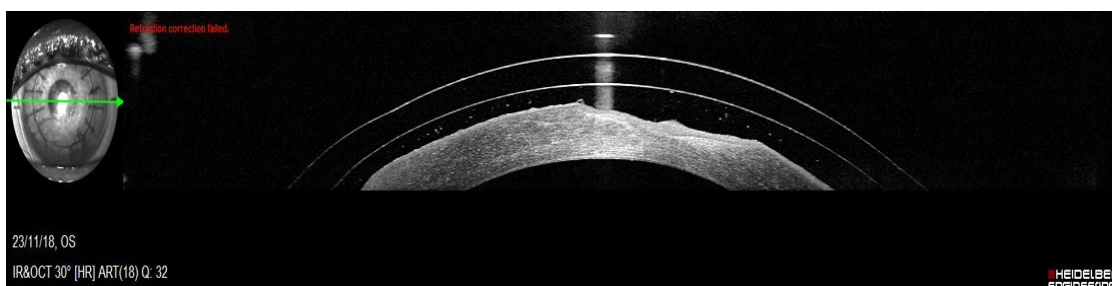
Tomografía de coherencia óptica que muestra el adelgazamiento corneal secundario a un defecto epitelial persistente.
